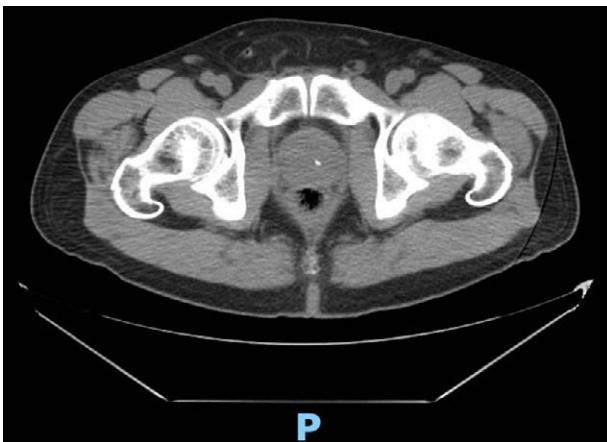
Tomografía de abdomen en corte axial con evidencia de apéndice vermiforme en región inguinal derecha.
